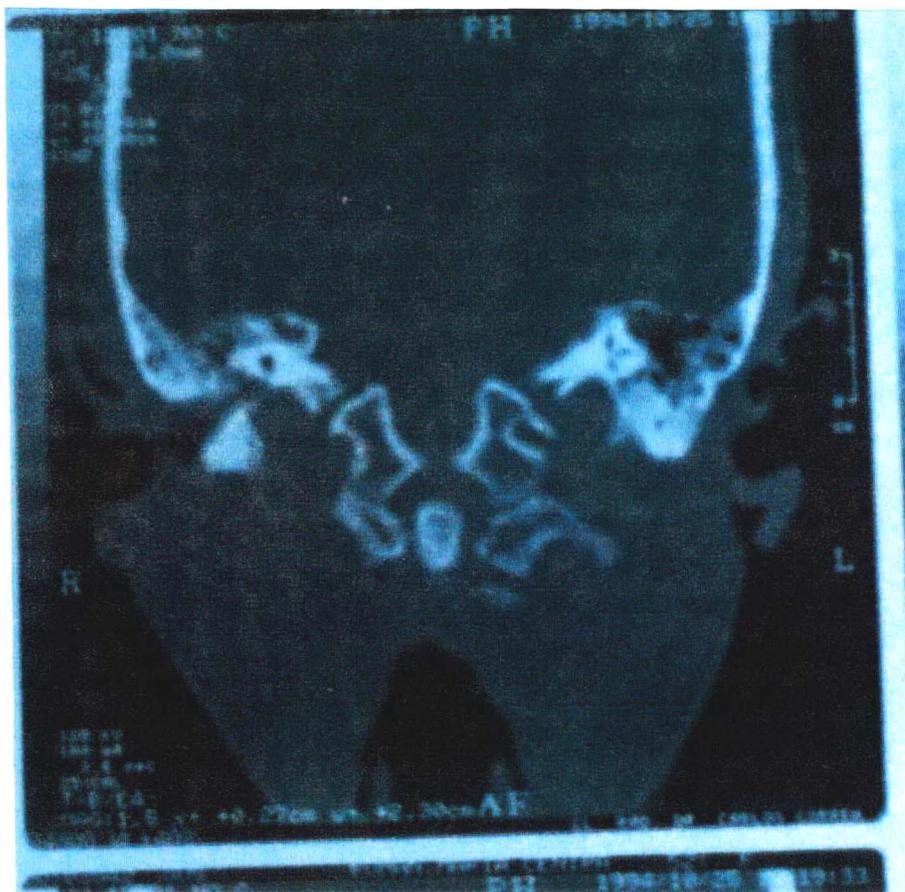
Imagem de TC de ossos temporais mostrando granuloma, esclerose e destruição óssea na mastóide e ouvido médio D.
